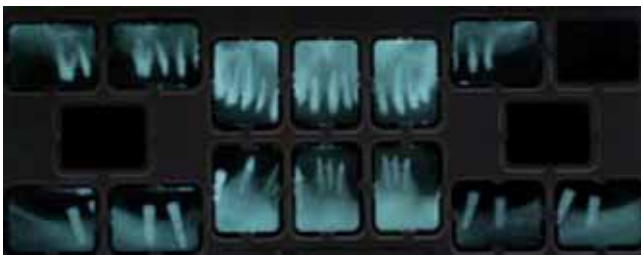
Radiografías periapicales, realizados los retratamientos de conductos y reconstrucciones.
